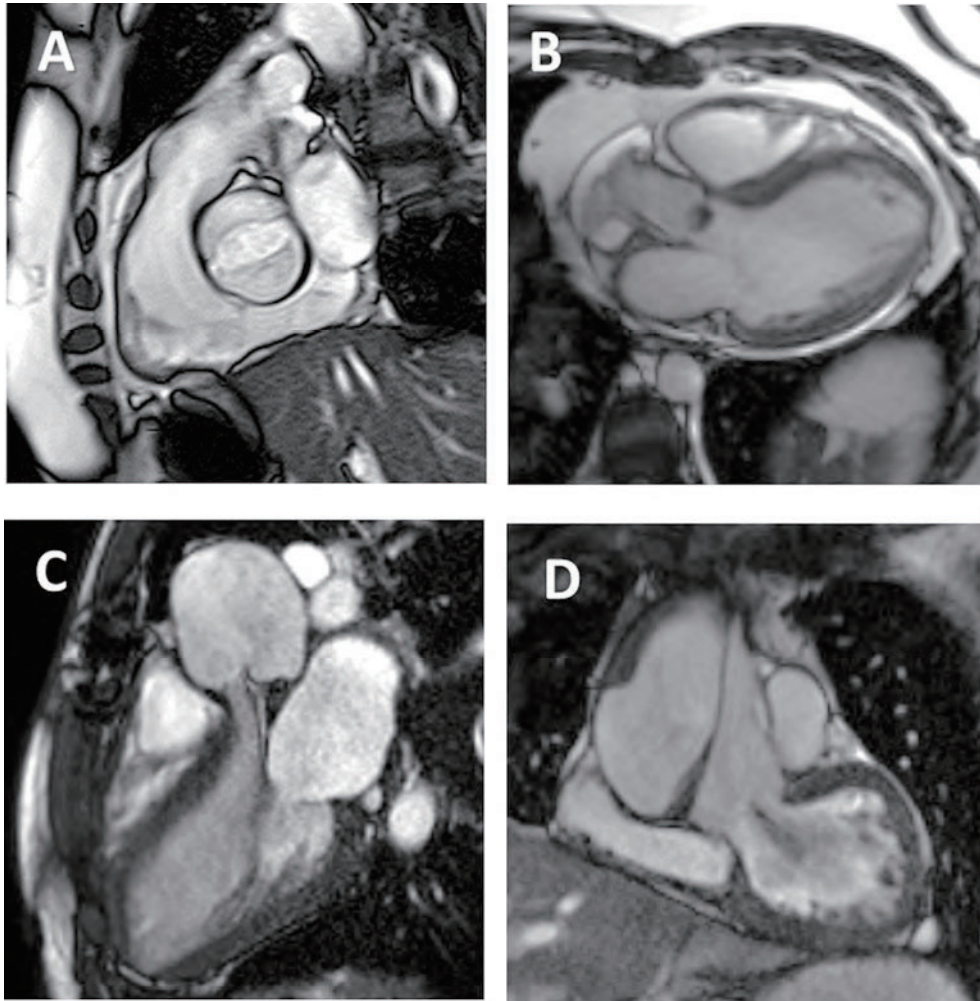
心臓 MRI で同定された大動脈弁流の様々な病因の例：2尖弁 (A)、大動脈弁の疣腫 (B)、大動脈拡張 (C)、大動脈解離 (D)
